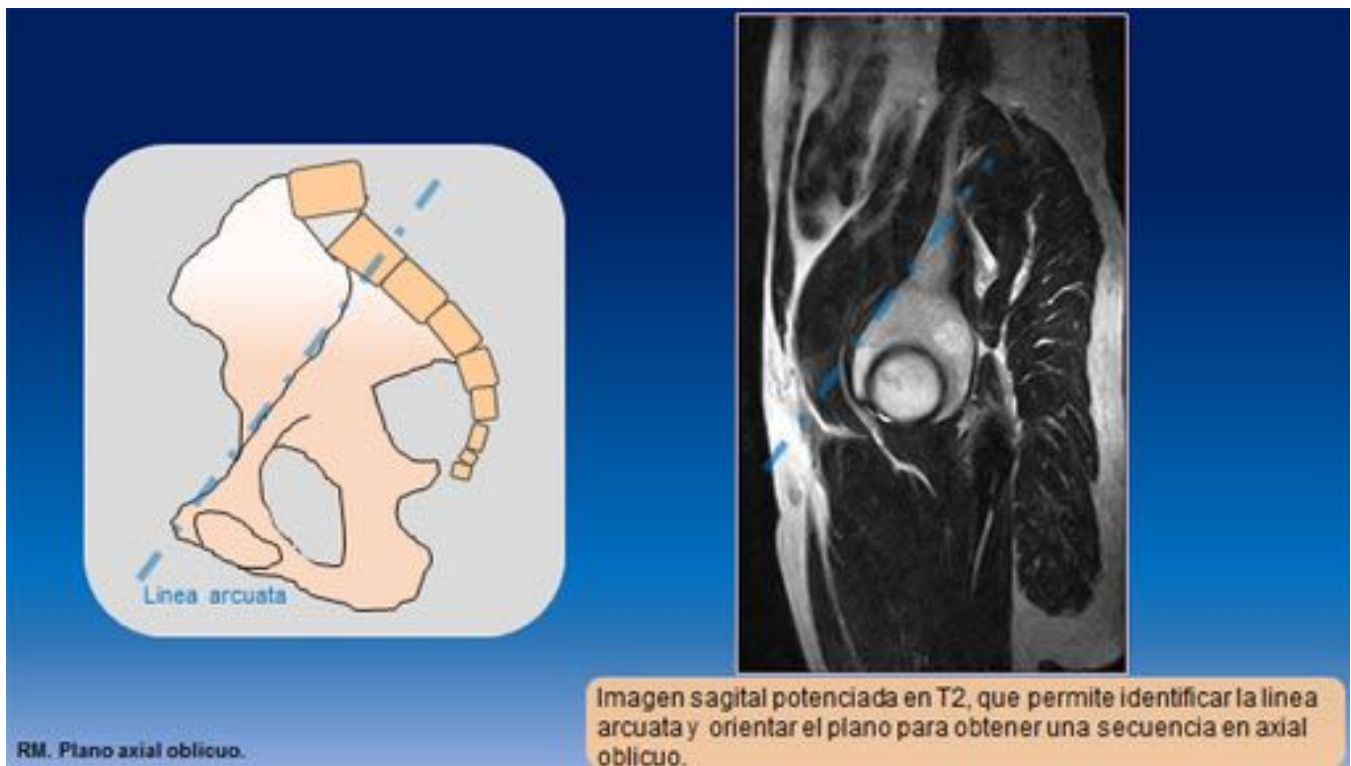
RM. Plano axial oblicuo.
